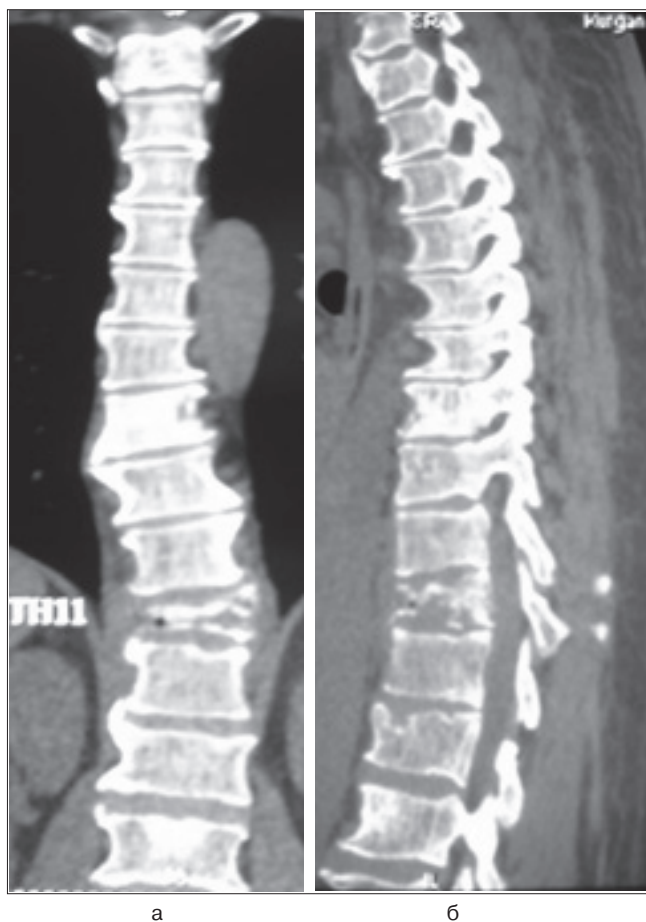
а, б. Компьютерные томограммы больного Ф., 56 лет. Патологический (метастатический) перелом Th XI с компрессией спинного мозга, метастаз в Th VIII
